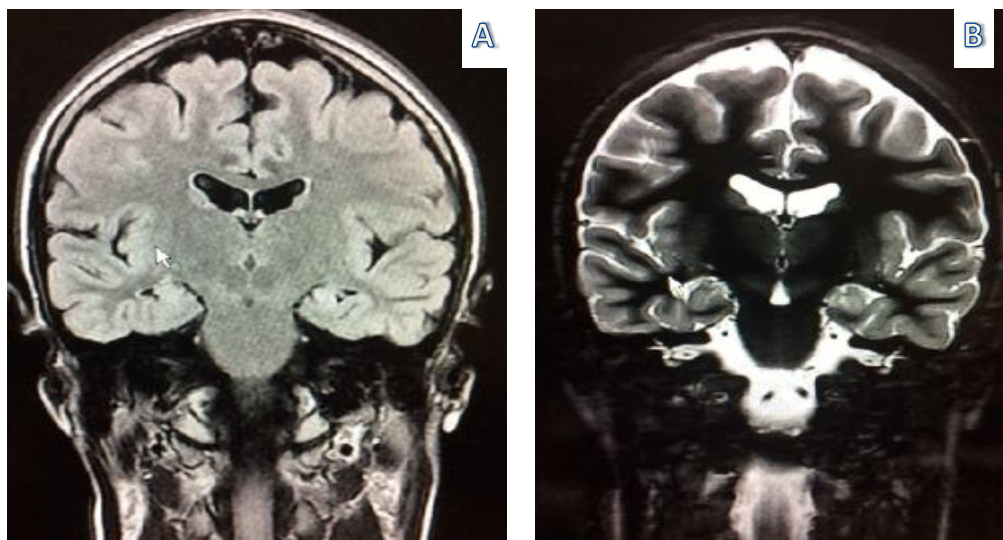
IRM cérébrale T2 Flair(A); T2: hyper signal Flair de l'hippocampe gauche mal circonscrit étendu étendu sur l'ensemble de la corne tempore évocateur de sclérose hippocampique.
